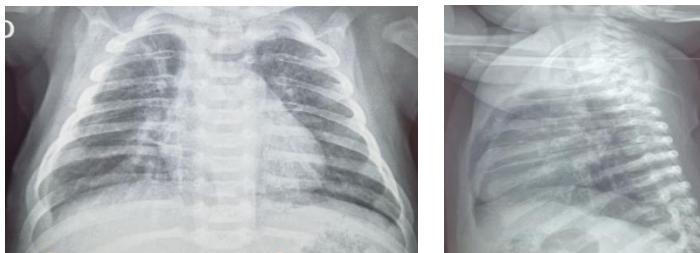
Copilul U. Radiografia toracică în 2 proiecții efectuată la externare
